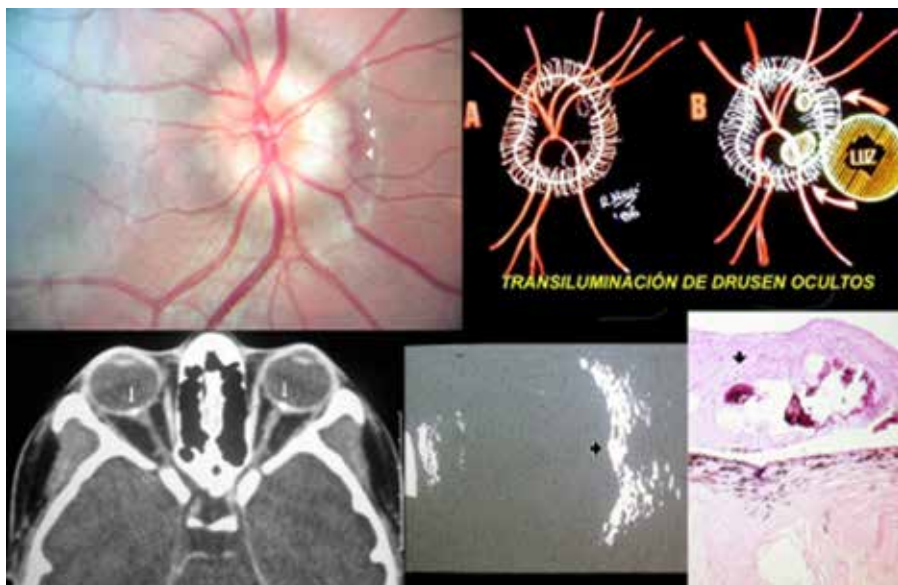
Drusen expuesto del nervio óptico derecho con hemorragia subretiniana nasal, prominente reflejo de superficie de Weiss. Los vasos no están sumergidos en el rodete edematoso. Artificio oftalmoscópico para reconocer drusas ocultas. Tomografía computarizada, ultrasonograma ocular y aspecto histológico (disco elevado con áreas de material hialino y calcificado).
